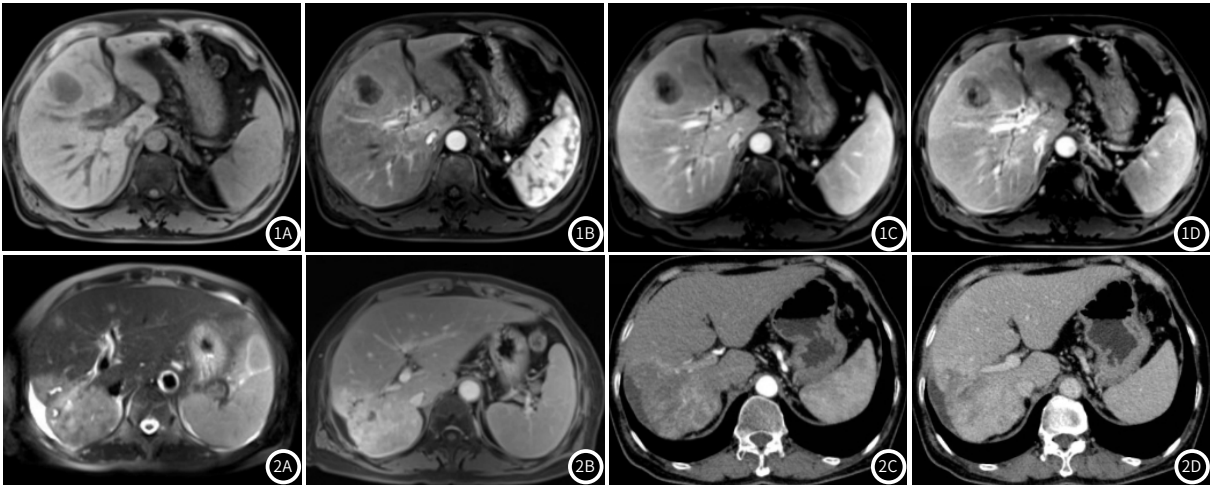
ICC的MRI延迟期强化扫描图像。(图1A~图1D为同一ICC患者:图1A为MRI增强扫描预扫描像,示肝左内叶病灶为类圆形,呈低信号;图1B为动脉期像,示病灶边缘不规则环形强化,内未见强化;图1C门静脉期像,示病灶边缘强化幅度稍减低,内部逐渐向心性强化;图1D为延迟期像,示病灶内部强化进一步向心性填充。图2图2A~2D为另一ICC患者:图2A为T₁WI像,示肝右叶病灶为不规则形团块,呈稍高信号,内见扩张小胆管影,局部肝被膜皱缩,肝周少量积液;图2B为增强扫描延迟期像,示病灶内部向心性填充强化呈高信号,内扩张小胆管呈低信号;图2C为CT增强扫描动脉期像,示病灶边缘强化及内部分隔、条索状强化;图2D为CT增强扫描延迟期像,示病灶呈渐进性向心性强化)。
